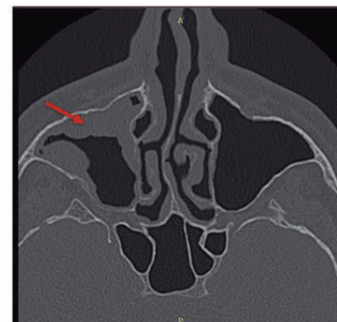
TC de seios paranasais em corte axial, evidenciando hipertrofia da mucosa do seio maxilar direito
